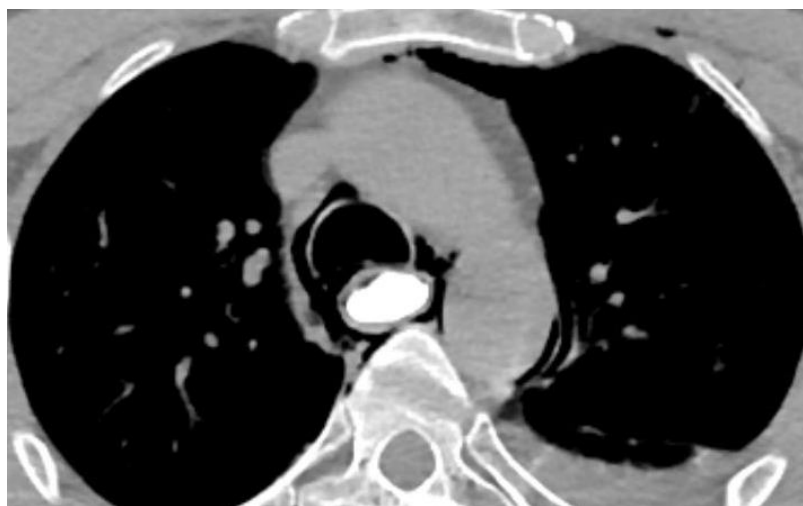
СКТ органов груди, аксиальный срез, у пациентки М. со спонтанным разрывом пищевода. Пневмомедиастинум
